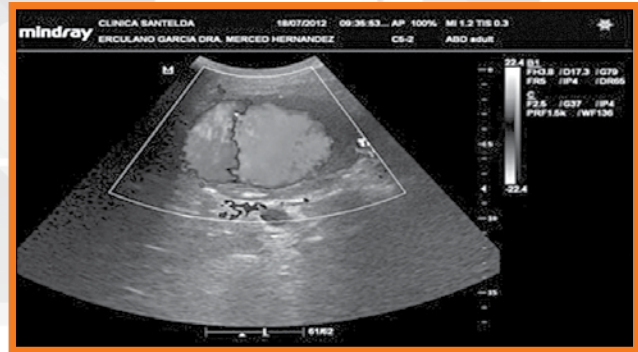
AAA Doppler color signo del ying yang.
